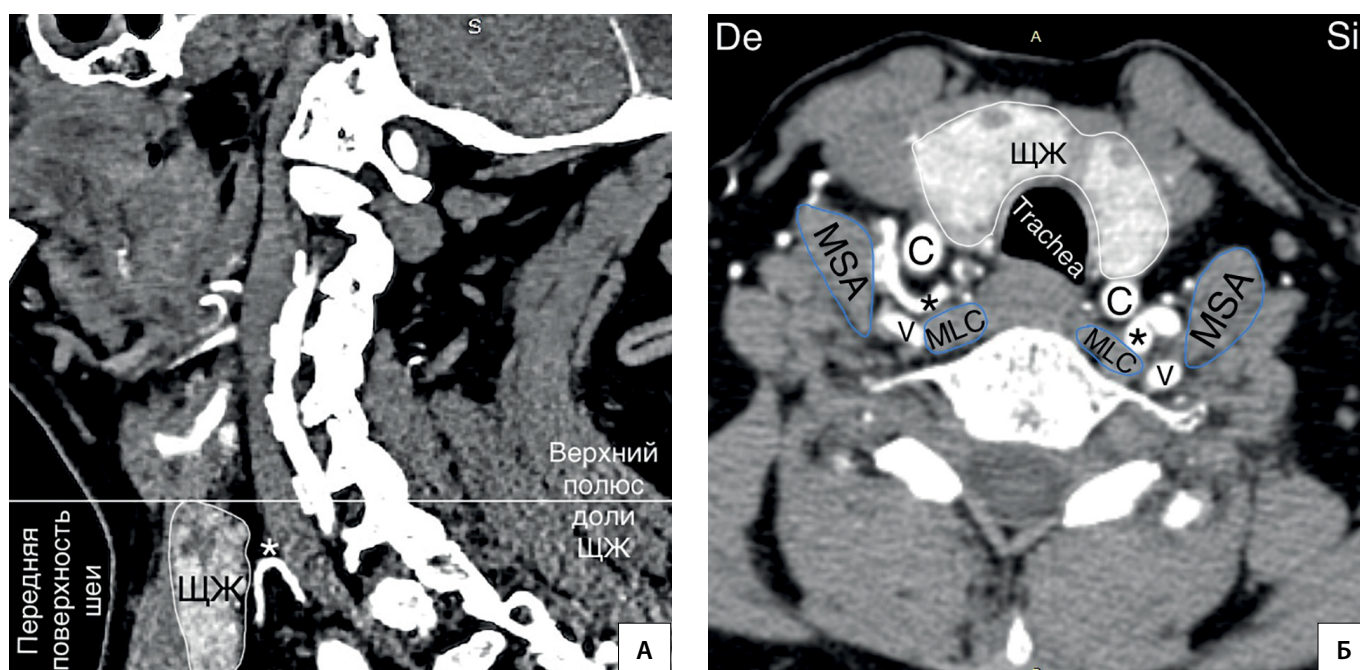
Колено НЩА располагается на уровне средней трети доли ЩЖ. А — КТ-ангиограмма (сагиттальный срез); Б — КТ-ангиограмма (горизонтальная плоскость); * — колено НЩА; С — a. carotis communis; V — a. vertebralis; MSA — musculus scalenus anterior; MLC — musculus longus colli; De — dextra; Si — sinistra.
